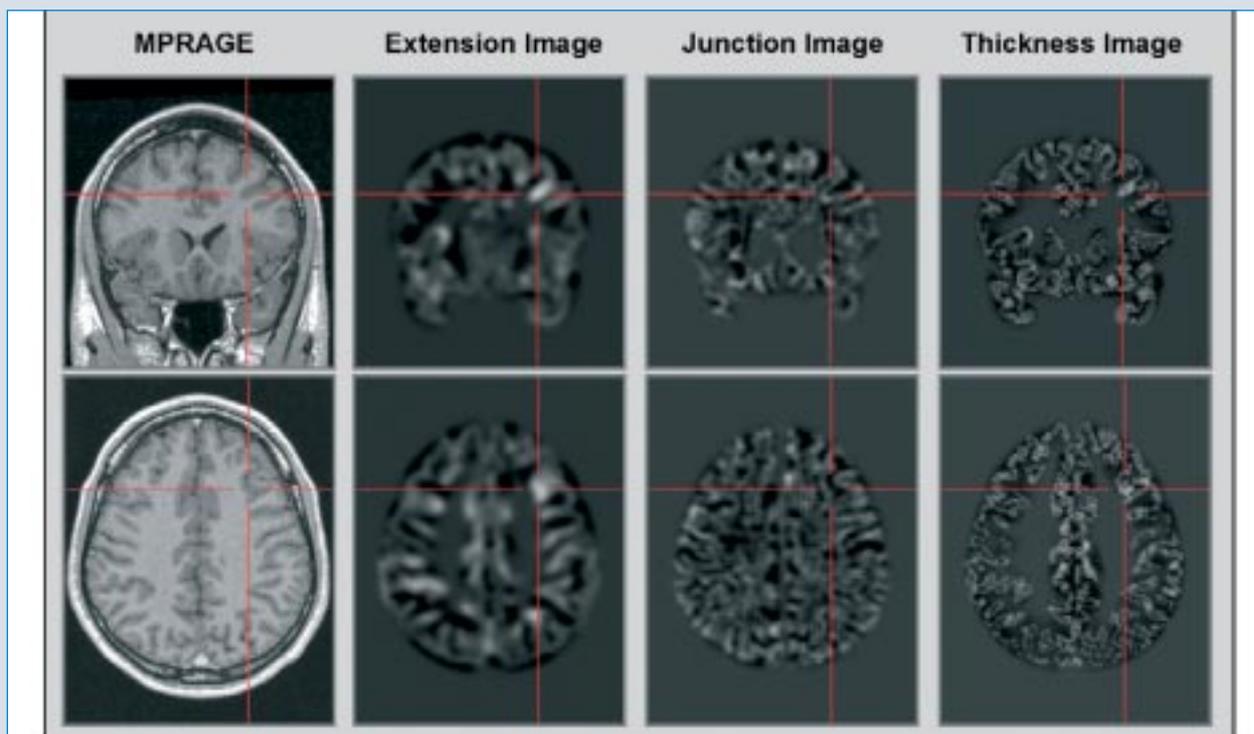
Die morphometrische MRT-Analyse auf Basis der MPRAGE-Sequenz ergab bei dem hier untersuchten Patienten mit bislang als „kryptogen“ eingestufte Epilepsie Hinweise auf eine abnorme Gyrierung frontal links in Form eines im Vergleich zum Normkollektiv abnorm weit in das Marklager reichenden Sulcus (siehe Extension Image). Der Kortex erscheint an dieser Stelle allenfalls geringfügig verdickt (siehe Thickness Image), eine Mark-Rinden-Differenzierungsstörung lässt sich nicht feststellen (siehe Junction Image).
